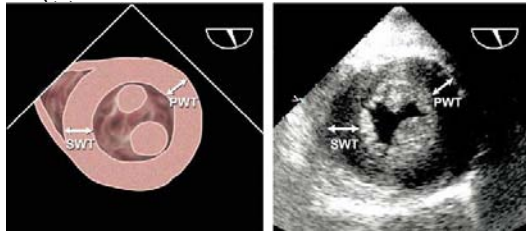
经食道超声心动图测量室间隔 (SWT) 和LV后壁 (PWT) 厚度时, 应由经胃左心室短轴切面上乳头肌水平进行, 通常在约 0 至 30 角度之间可以获得最佳的图像。
